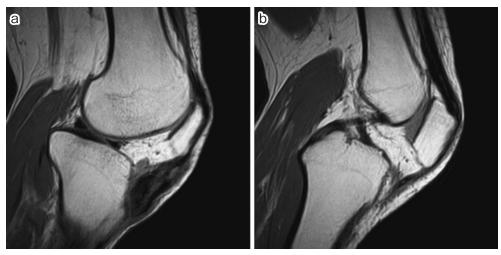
a: MRI T1 強調像(矢状断, 外側) b: MRI T1 強調像(矢状断, 内側)
